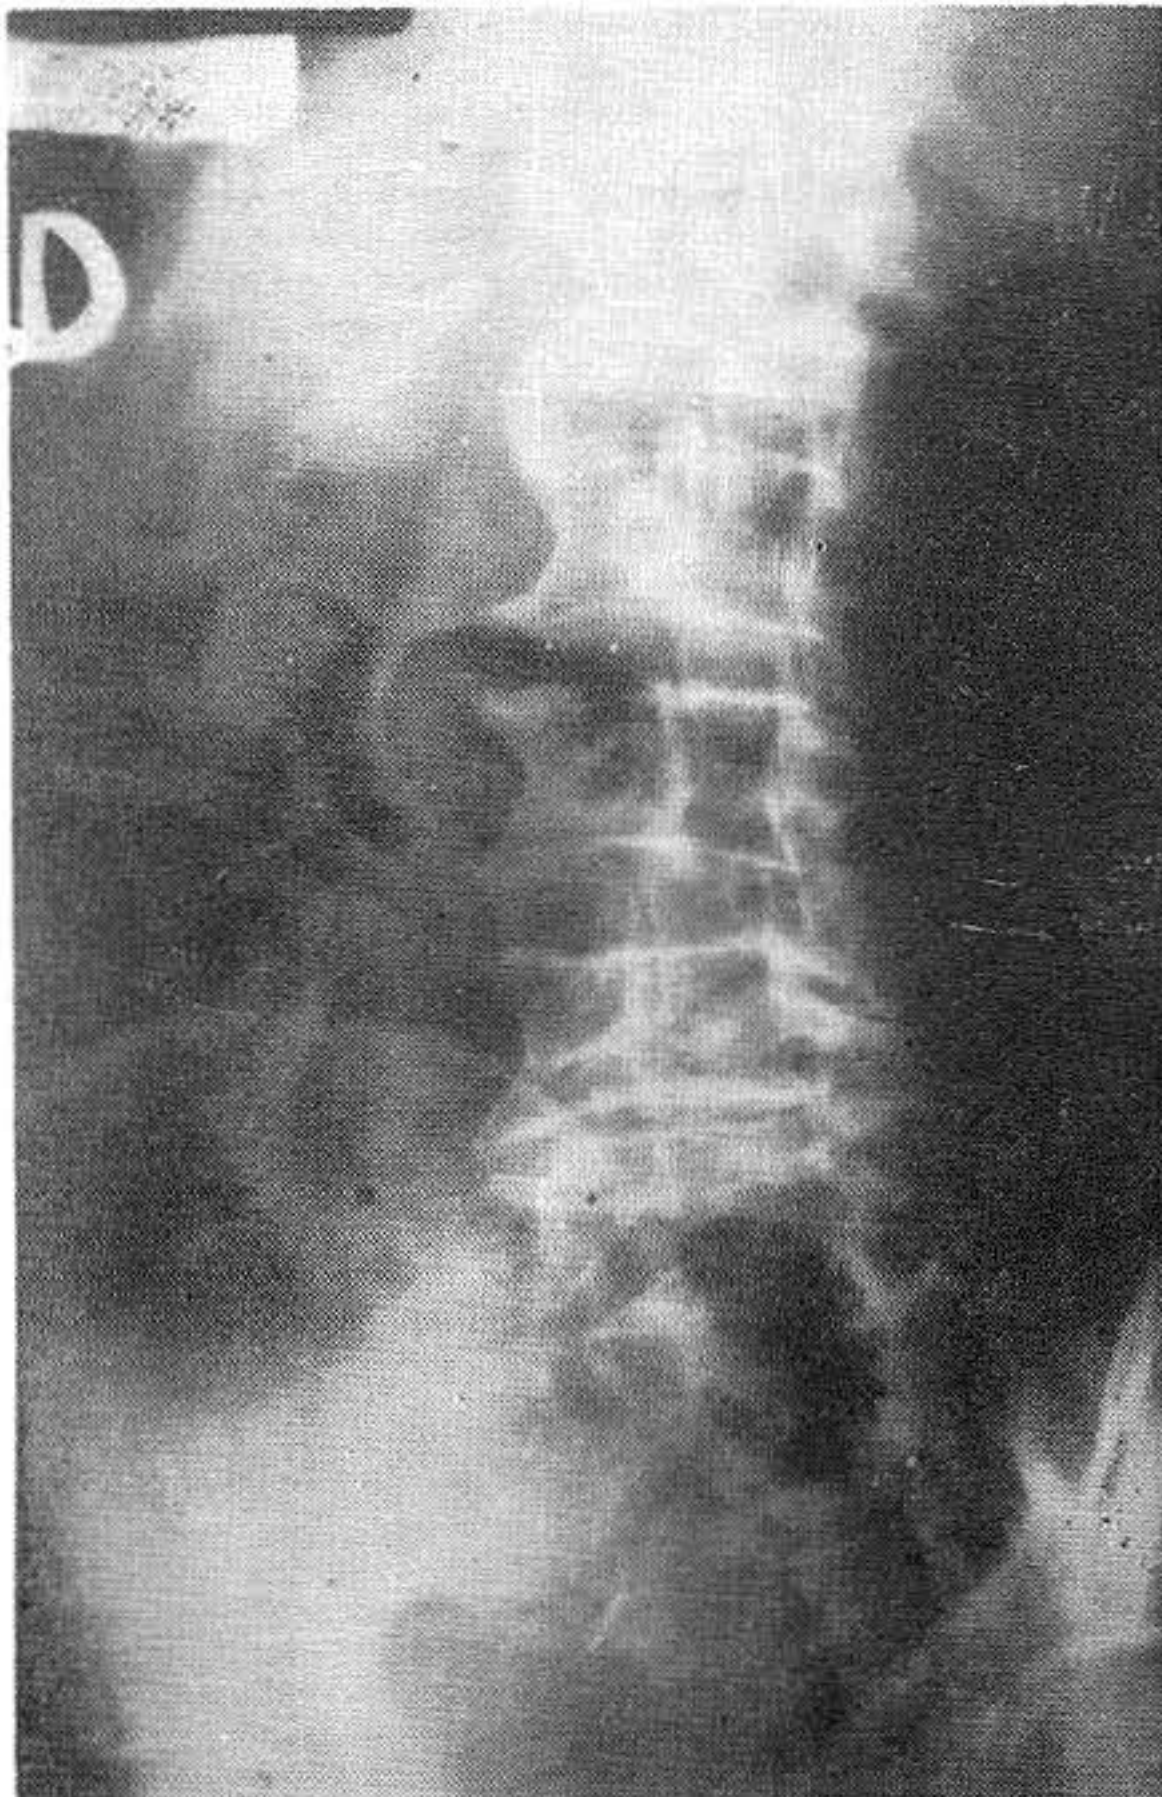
Radiografía de una Osteoartrosis avanzada. Observese las esclerosis marginales con disminución del espacio discal y los osteofitos.
